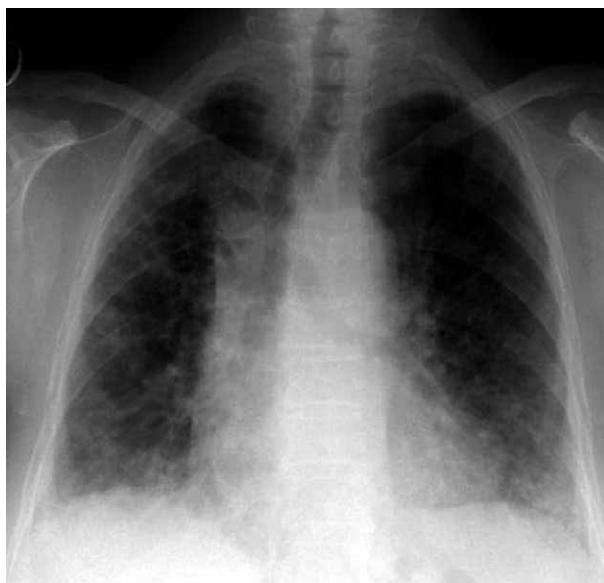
Radiografía de tórax de enferma con fibrosis pulmonar intersticial inespecífica. Patrón intersticial difuso con borramiento de vasculatura periférica.
